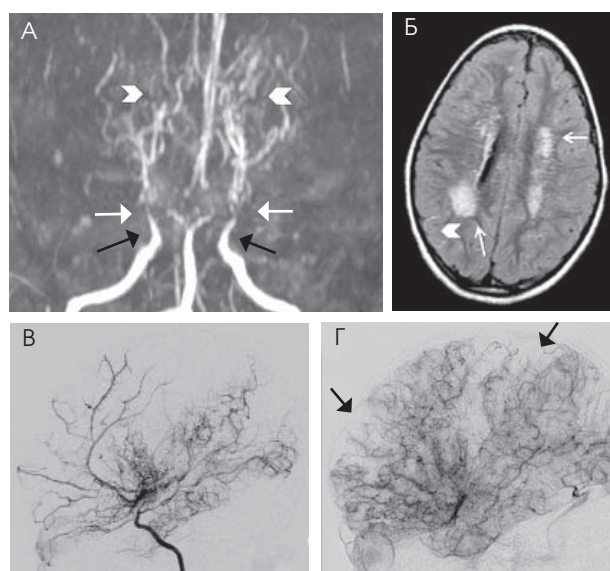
Нейровізуалізація ангіопатії мойямойя у 4-річної дівчинки: А — МР-ангіографія. Двобічний стеноз внутрішньої сонної артерії (чорні стрілки), оклюзія середньої мозкової артерії (білі стрілки), колатеральні анастомози мойямойя (стрілки-дужки); Б — МРТ, FLAIR-режим. Вогнища ішемії в білій речовині (білі стрілки) та flow void visualization (стрілки-дужки); В — конвенційна ангіографія. Артеріальні стенози та візуалізація колатералей мойямойя; Г — конвенційна ангіографія. Судинні дефекти (стрілки). (Адаптовано з [15])
